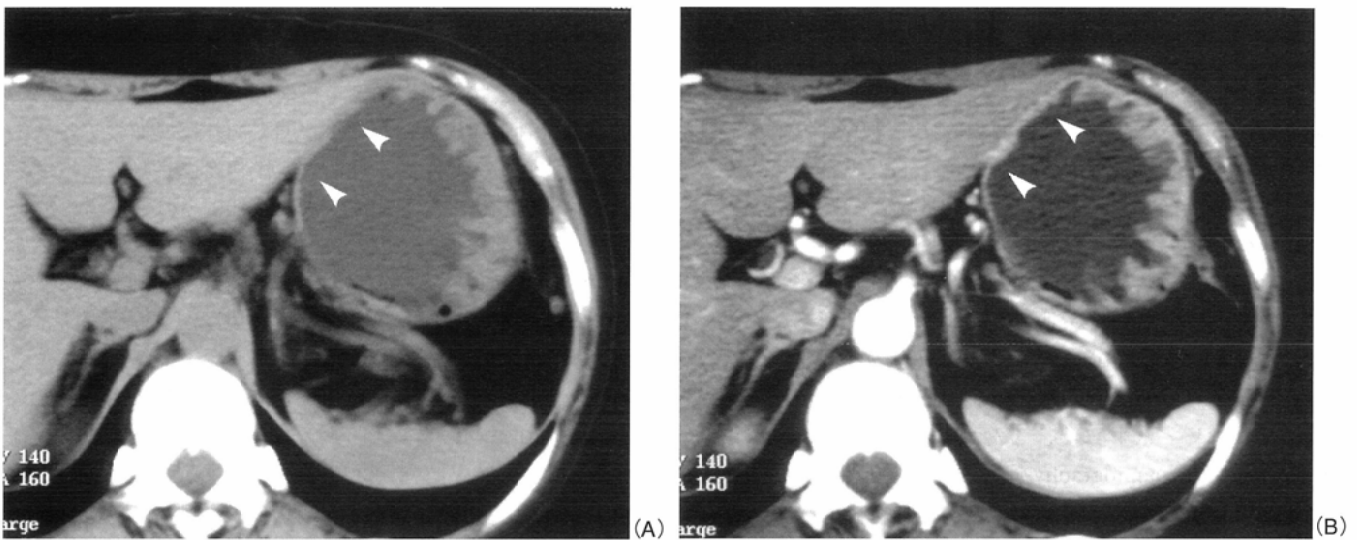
Hydro-CT of the early gastric cancer(T₁: SM) in a 50 year-old-man.
